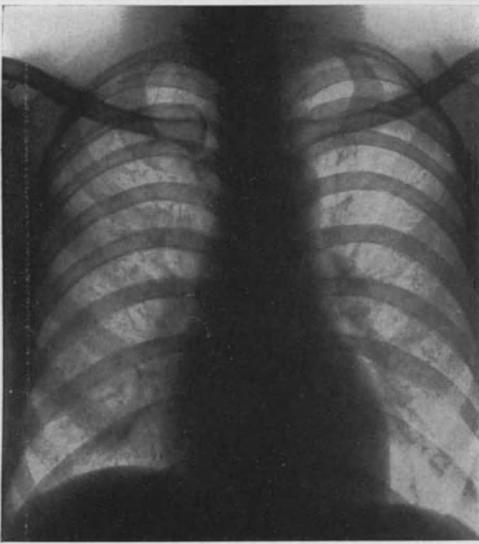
Röntgenaufnahme desselben Falles nach weiterer 1stägiger Behandlung mit je 1 mg Betaxin: Rückbildung des TD auf 12,8 cm.
